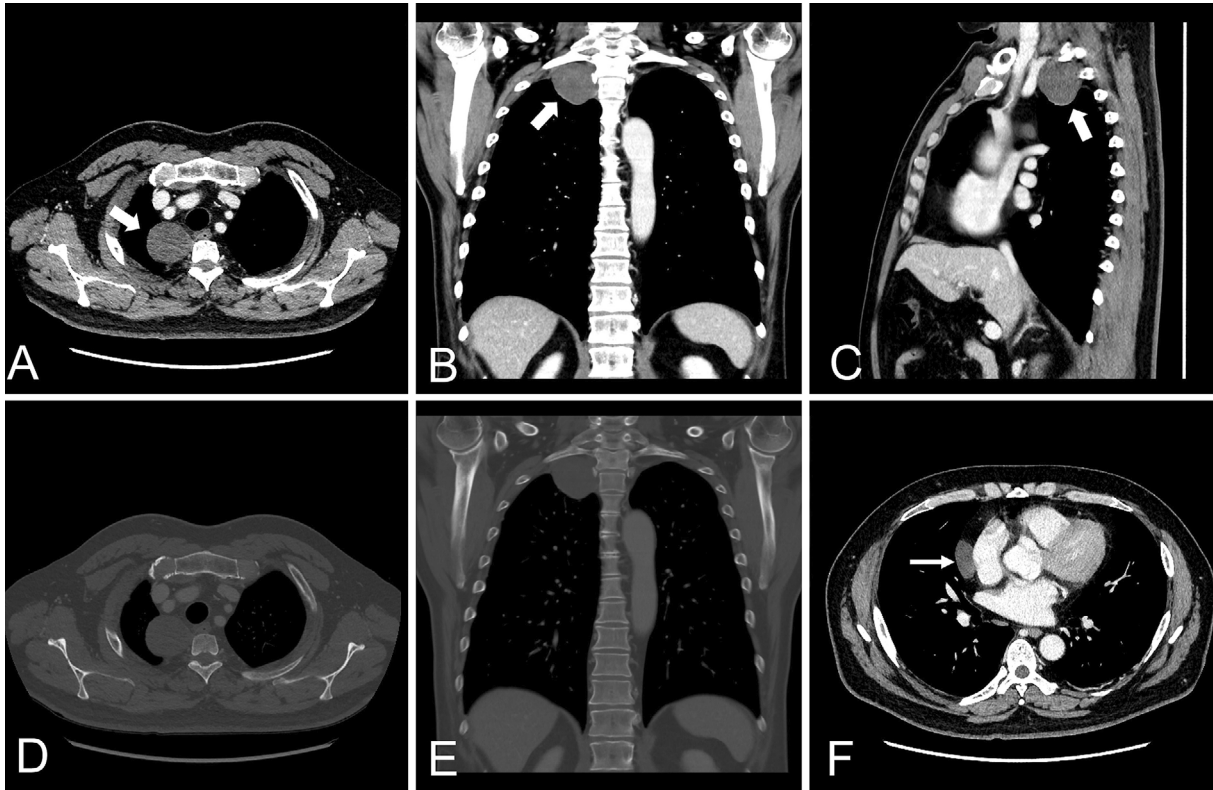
CT showing a 45-mm low-density tumor without contrast effect (arrow). (A) Horizontal, (B) coronal, (C) sagittal. The tumor did not destroy any bone structures. (D) Horizontal, (E) coronal. (F) A right pericardial cyst abutting the pericardium (arrow).
